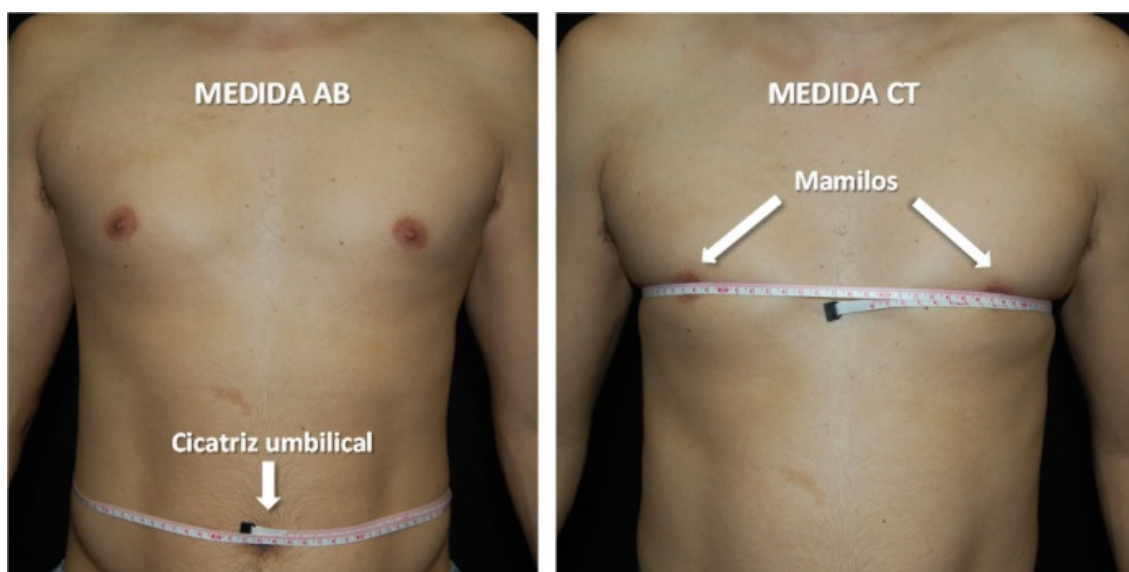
Dimensões anteroposteriores da região abdominal (AB) e torácica (CT) do ID.
